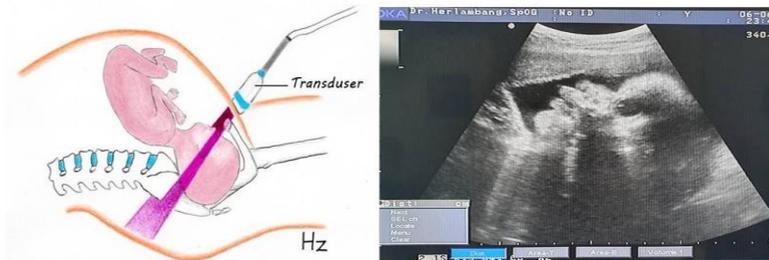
Arah gerakan transduser pada pemeriksaan USG transabdominal
